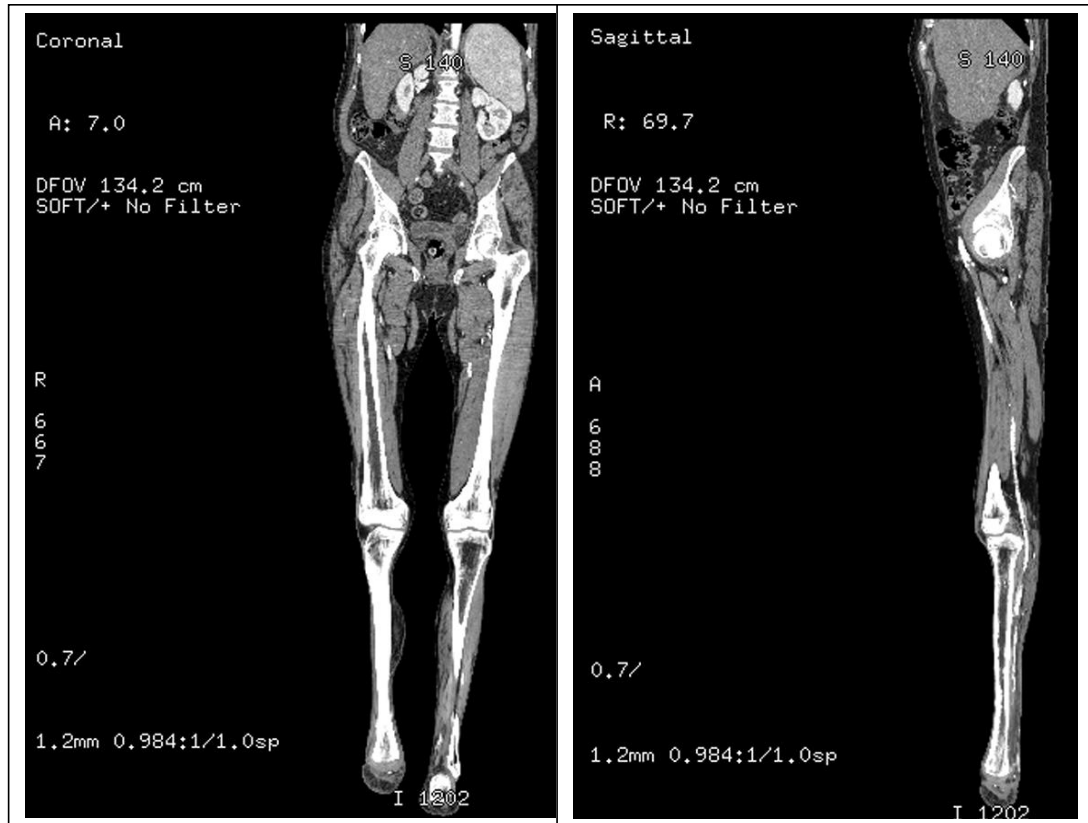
Imágenes MPR, coronal (derecha) y sagital (izquierda) de angio-TC de miembros inferiores.
